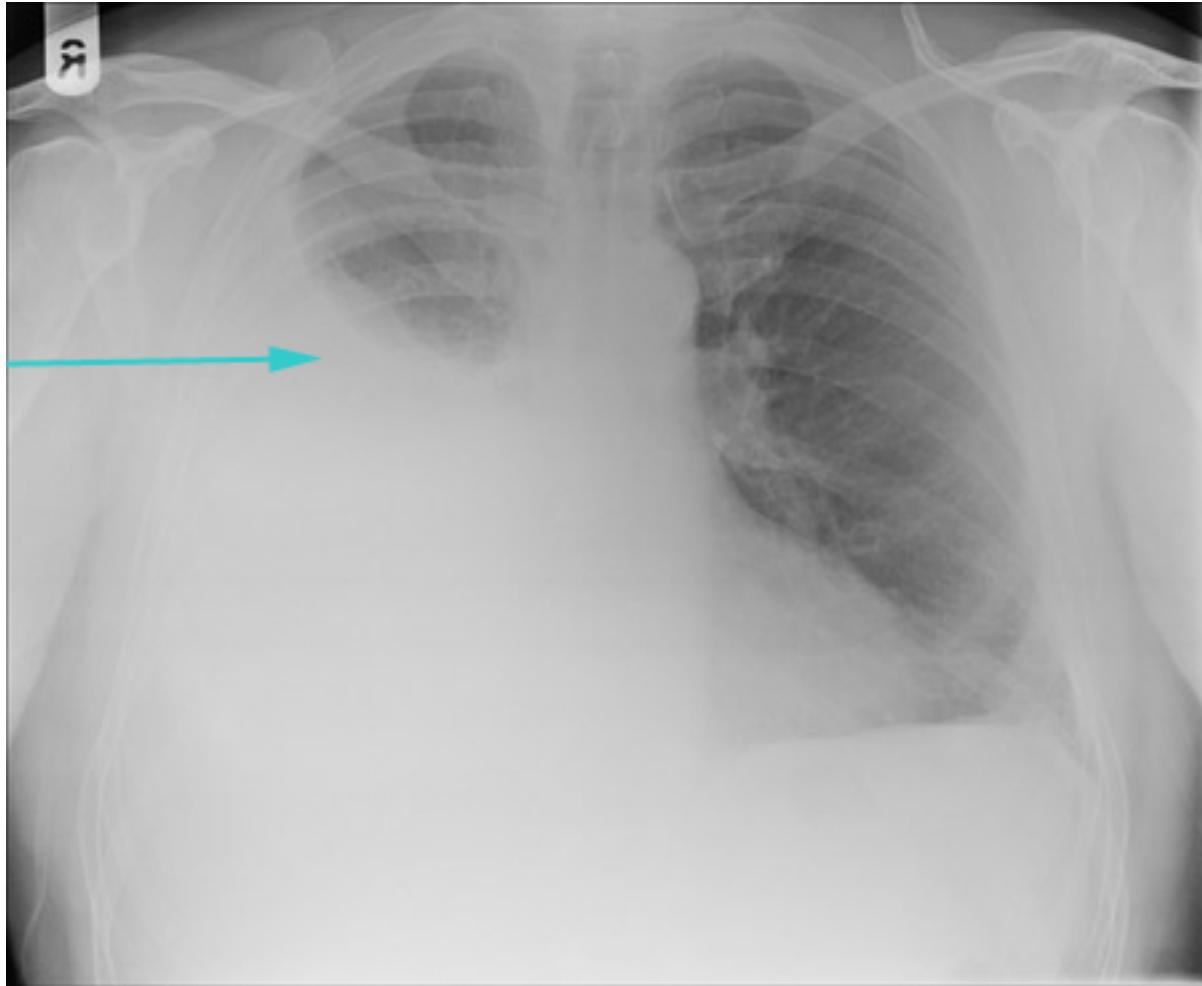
Radiografia torácica mostrando derrame pleural direito volumoso
